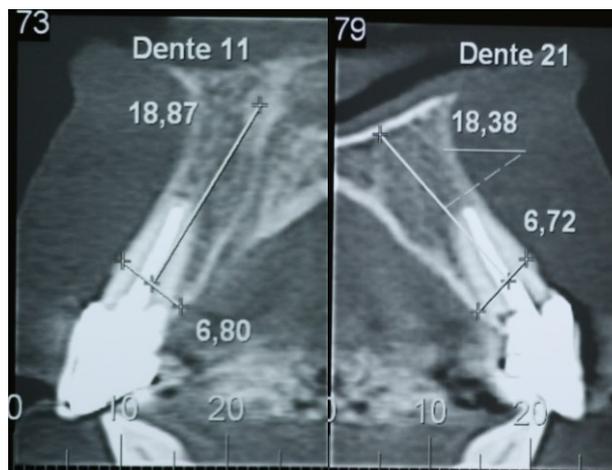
Tomografia computadorizada dente 11.
